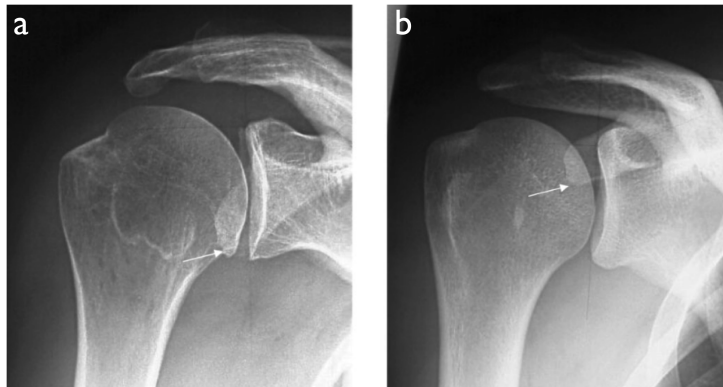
A.p.-Röntgenaufnahmen mit Darstellung der beiden Coracoidvarianten. (a) Typ I, die Coracoidspitze (weißer Pfeil) projiziert sich auf die untere Hälfte des Glenoids. (b) Typ II, die Coracoidspitze (weißer Pfeil) projiziert sich auf die obere Hälfte des Glenoids.⁹⁶
